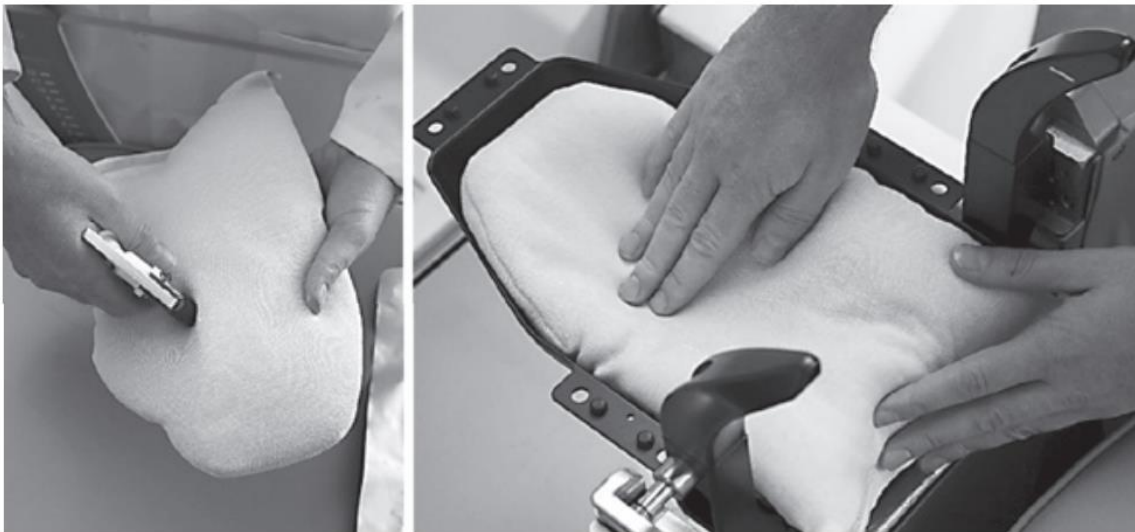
Coussin de tête Moldcare : Le revêtement est en polypropylène et le matériau d'empreinte est constitué de billes de polystyrène. L'agent de liaison est une résine uréthane hydraulique. En pulvérisant de l'eau et en massant le coussin, celui-ci durcit et prend la forme souhaitée. Le support de tête est compatible CT et CBCT et peut être utilisé en association avec les adaptateurs CT existants[12]
